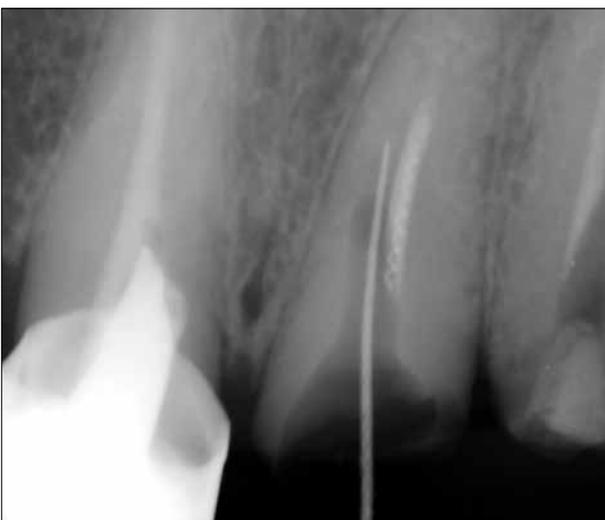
Clinical case №3. Check-up X-ray of the 21st tooth with a deviation from the natural course of the root canal and broken part of the canal filling instrument
